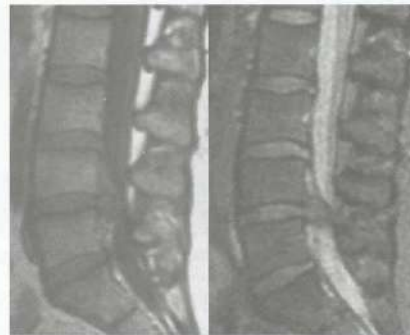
RM da coluna lombar demonstrando extrusão discal em L4-L5, com o material discal ocupando todo o canal raquiano.
